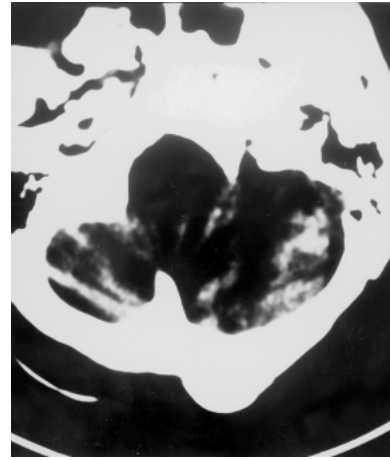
TC demonstrando osteoma occipital esquerdo.
